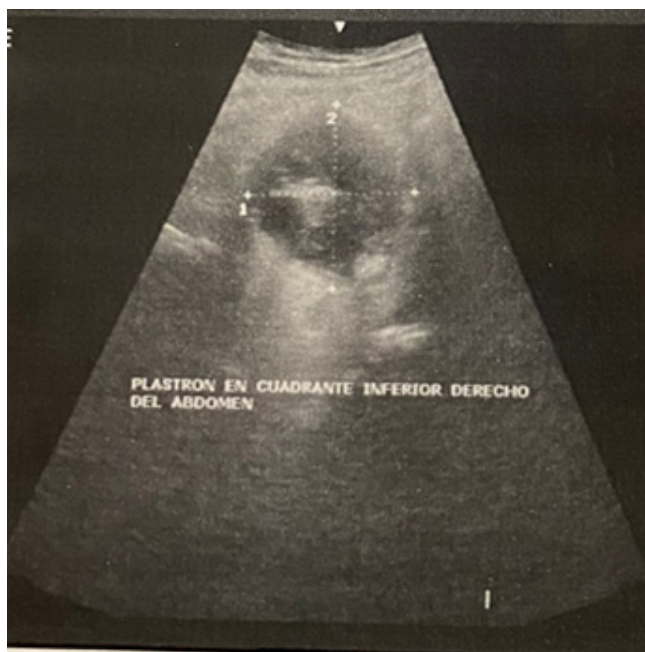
Ultrasonido de fosa iliaca derecha.
